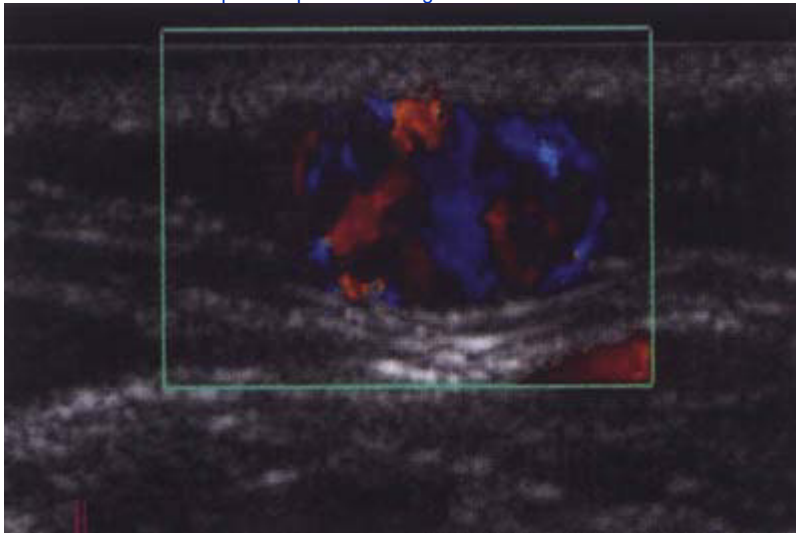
Masa a nivel del tejido graso subcutáneo, muy vascularizada, lo que se demuestra por doppler color.
